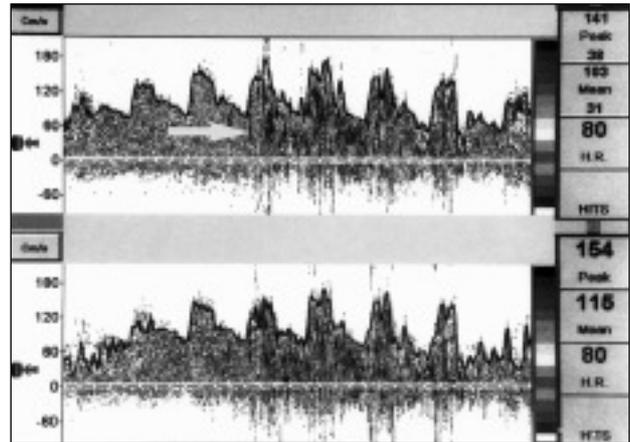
Estudio con Doppler pulsado transcraneal de la arteria cerebral media (ACM) en el que se observa, tras la inyección de suero salino, cortocircuito derecha-izquierda masivo con el Valsalva. Se señala (flecha) el artefacto que provoca el cortocircuito (patrón de ducha) que interfiere el espectro de frecuencia de la curva de velocidad normal en la ACM.
